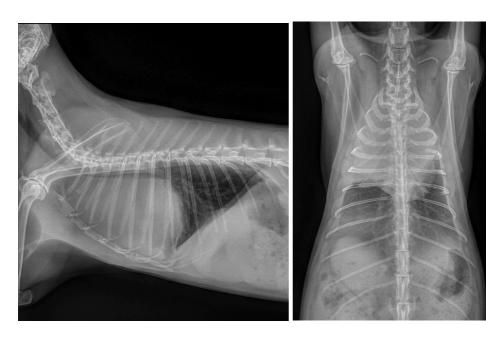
Radiografías torácicas lateral derecha y dorsoventral de un conejo con una masa mediastínica (timoma). Nótese la desviación dorsal de la tráquea dorsalmenten y la pérdida de la silueta cardiaca. (Crédito JRN – CHV Anicura ADVETIA)
